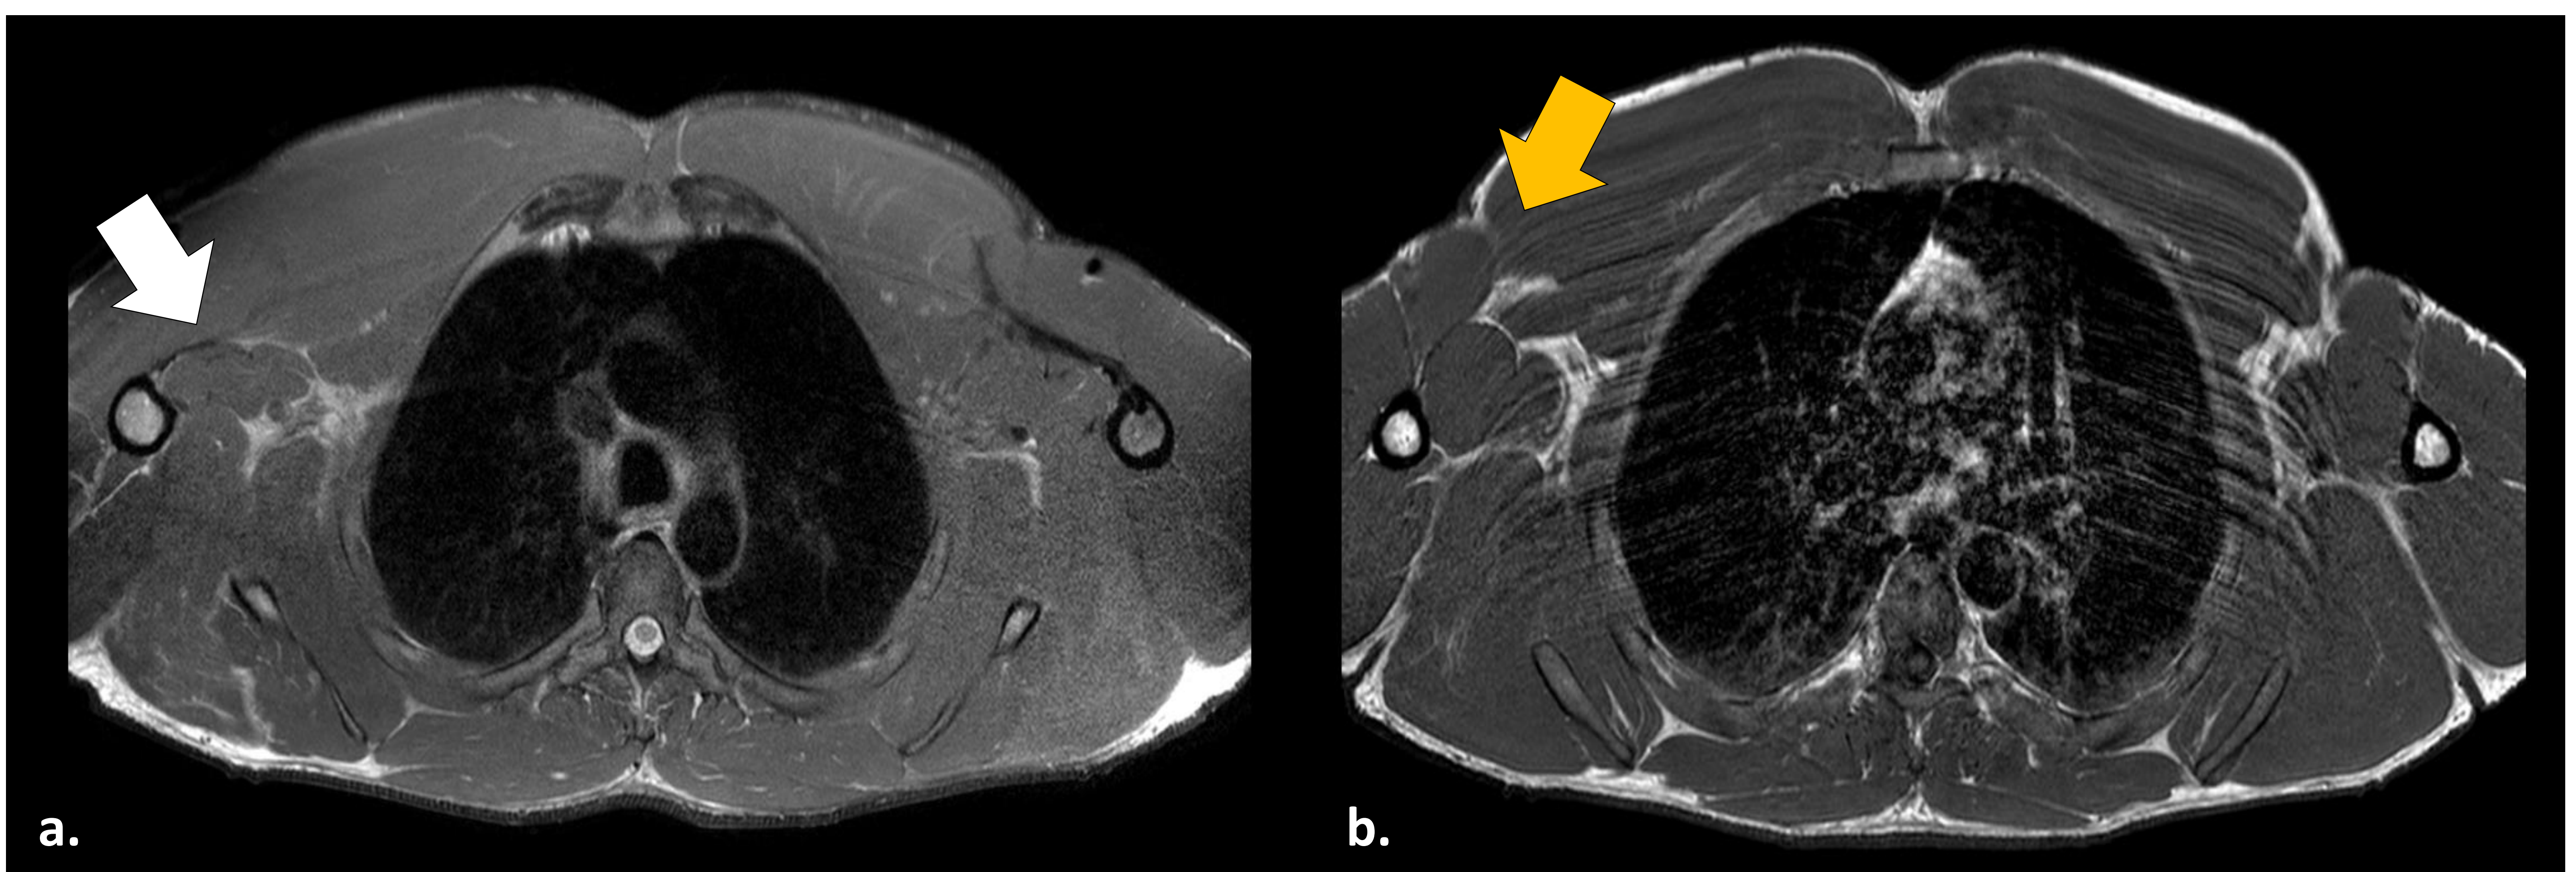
RM con secuencias en densidad protónica (a) y potenciadas en T1 (b) con supresión grasa. Los hallazgos sugieren secuelas de rotura miotendinosa crónica: Asimetría en los tendones del músculo pectoral mayor, con un tendón adelgazado, pero no retraído en el lado derecho (a, flecha blanca). También se observa una pequeña área de infiltración de grasa focal en la cabeza del esternón (b, flecha naranja)".
